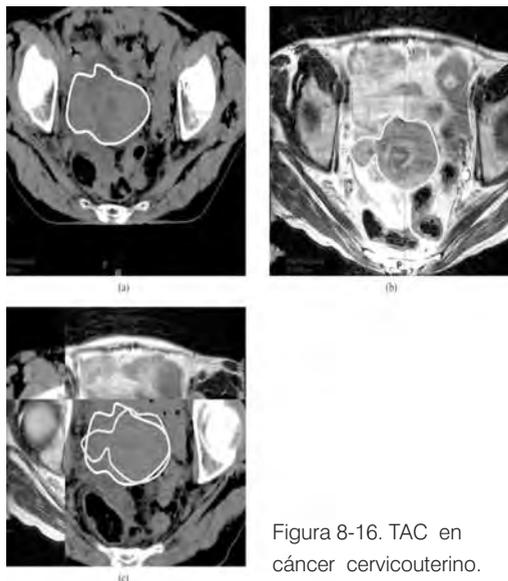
TAC en cáncer cervicouterino.
